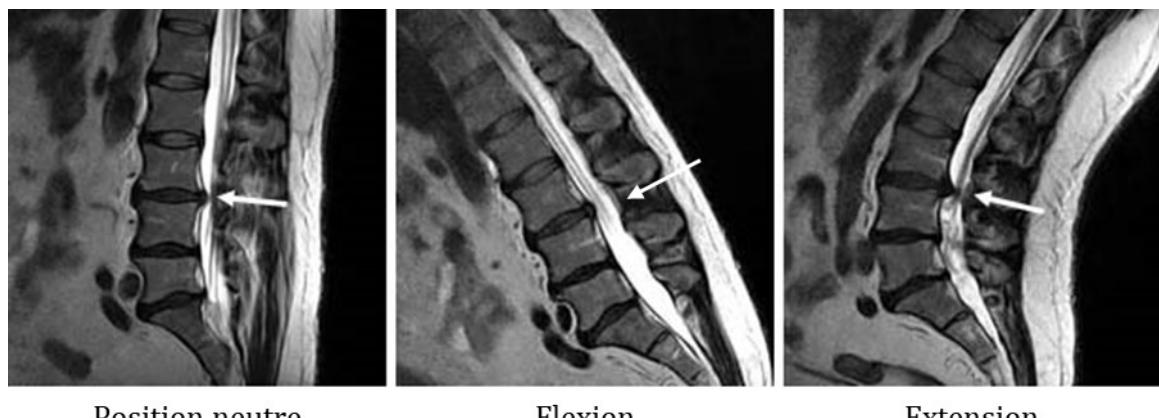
IRM de la région lombaire en coupe sagittale en position neutre et lors du mouvement de flexion /extension
